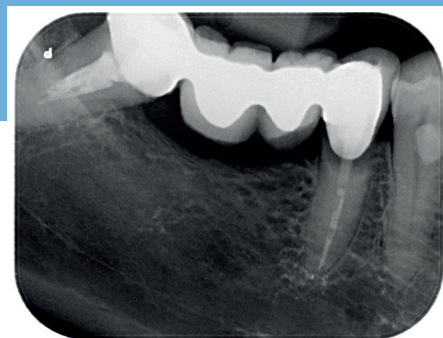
Radiografia endorale preoperatoria, dove è possibile notare la carie radicolare a carico dell'elemento 4.5.
